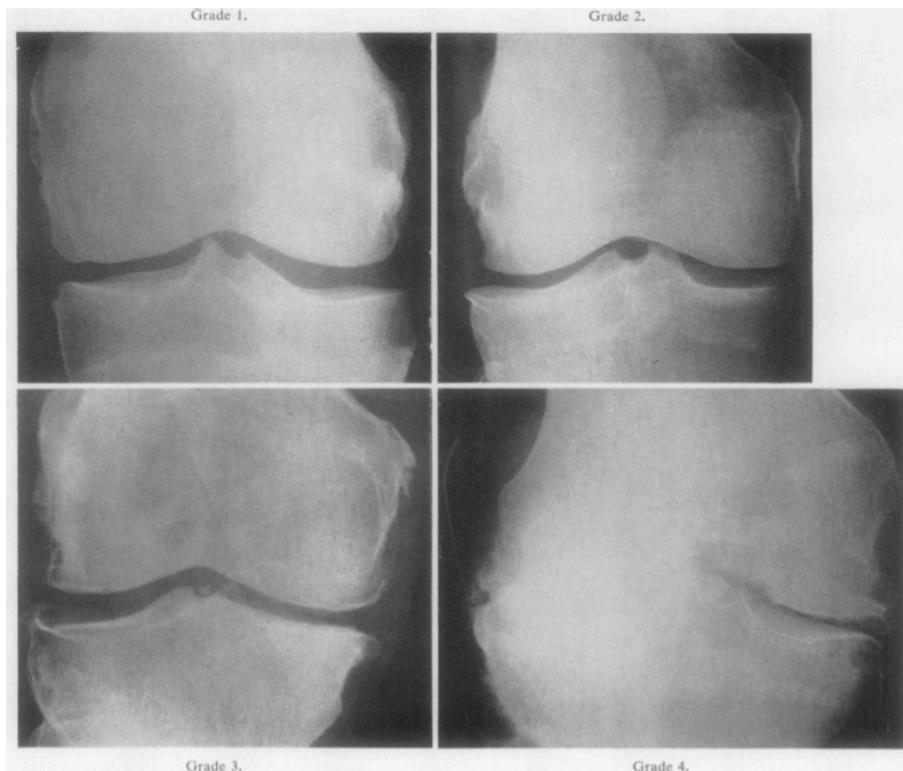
Röntgenaufnahmen von arthrotischen Kniegelenken in den Stadien 1 bis 4 (Grade 1, Grade 2, Grade 3, Grade 4) (aus Kellgren & Lawrence, 1957, S. 7).
